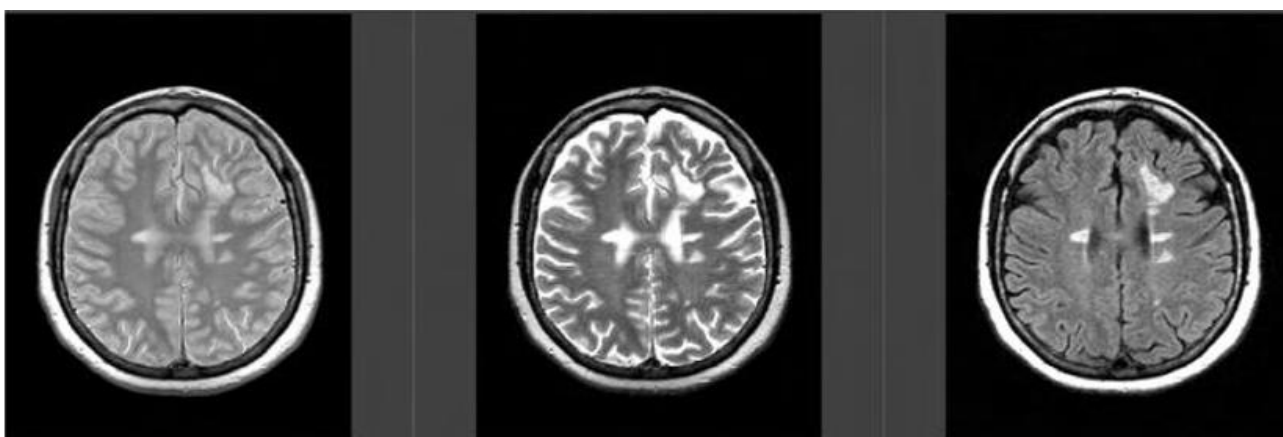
Imagens ponderadas em T1 pós-contraste, T2 e *FLAIR* axial de um paciente com EMRR. Observam-se múltiplas lesões hiperintensas com predominância periventricular. As lesões são geralmente ovóides ou possuem formato arredondado e seus eixos são perpendiculares à superfície do ventrículo. Fonte: Campos, 2015, p. 10.
